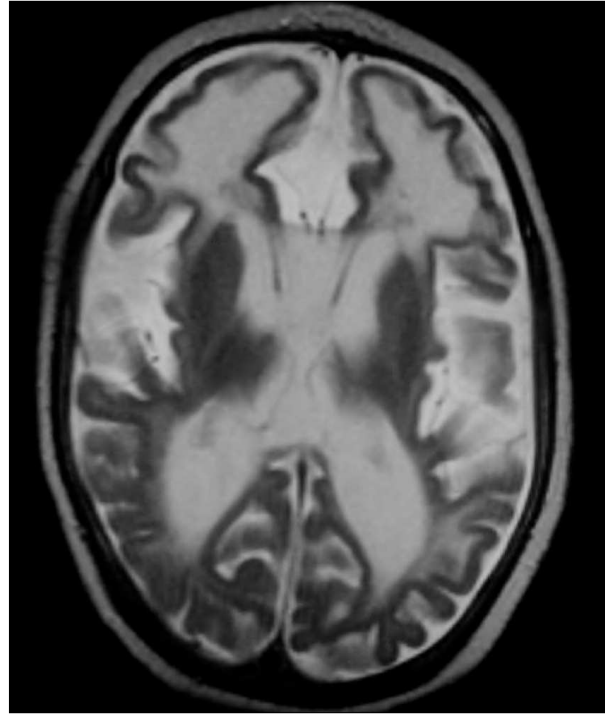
RM cerebral. Imagen axial (potenciación T2), con lisencefalia frontal, intensa atrofia cortico-subcortical y alteración de la mielinización.
